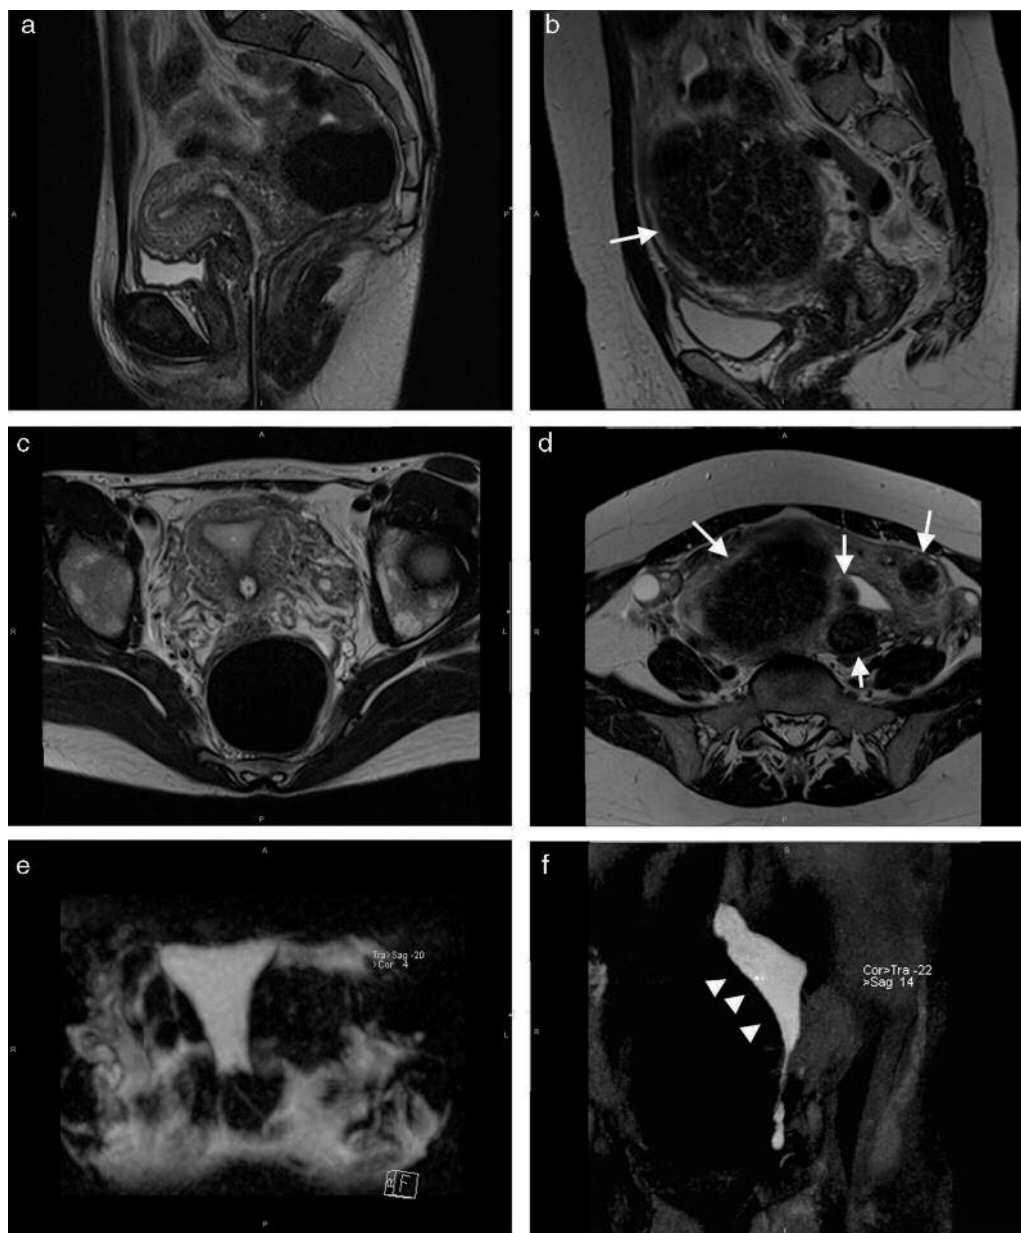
Imágenes sagitales y axiales ponderadas en T2 y reconstrucción de proyección de máxima intensidad (MIP) de (a, c y e) un útero normal y (b, d y f) un útero aumentado de tamaño. Los leiomiomas (flechas en b y d) son claramente identificados en la RM y aumentan el tamaño del útero y de la cavidad uterina, la cual aparece deformada en la imagen MIP, al observarse el contorno del leiomioma dominante (puntas de flecha). Los úteros aumentados de tamaño requirieron más inyección de contraste que los de tamaño normal para poder realizar la HSG-MR en nuestro grupo de estudio.
